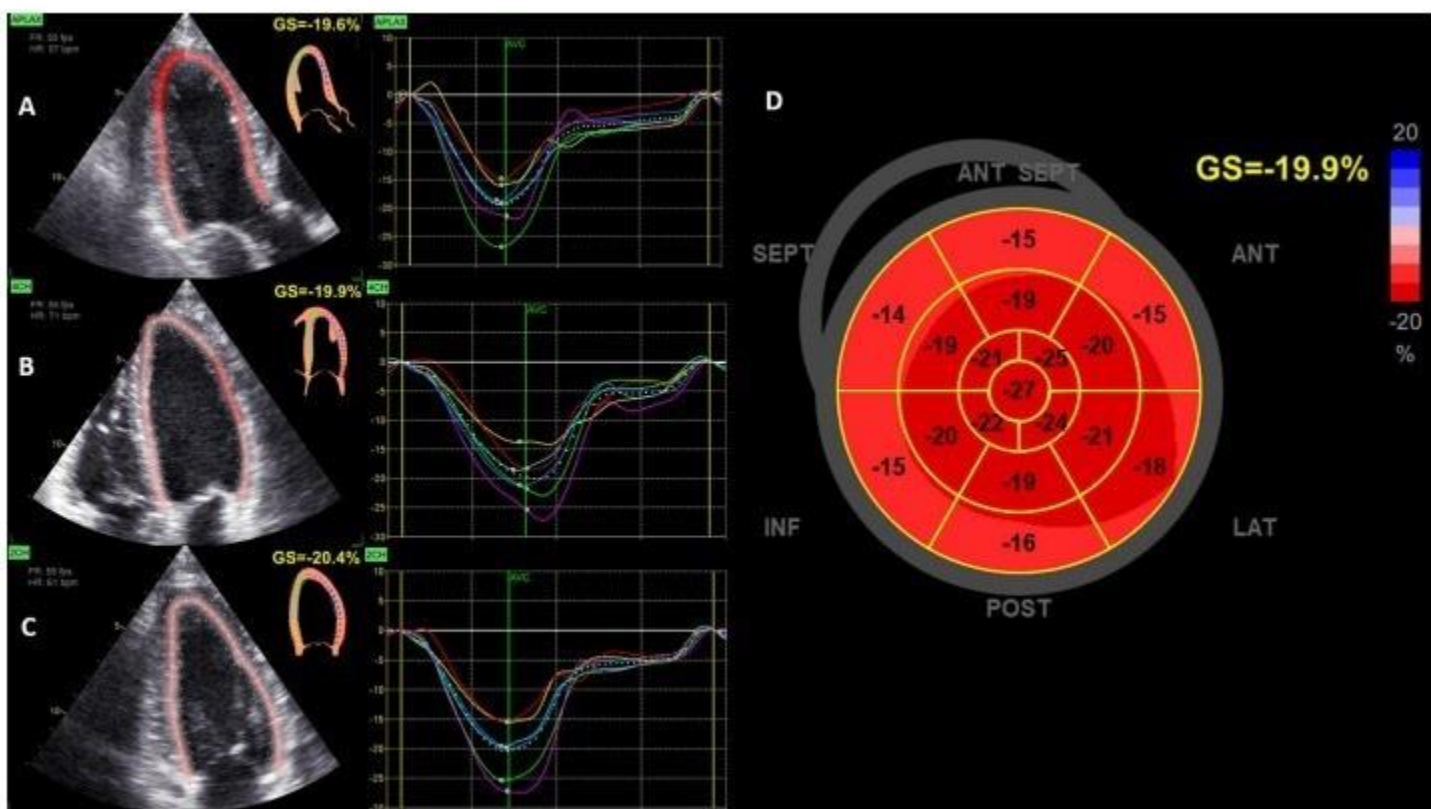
Оценка GLS левого желудочка с помощью спекл-трекинг эхокардиографии. На рисунке — анализ GLS левого желудочка в трехкамерной (A), четырехкамерной (B) и двухкамерной (C) проекциях с соответствующими кривыми времени до деформации. D — Полярная карта с региональными значениями и значением GLS, рассчитанным по 17 сегментам, которое находится в пределах нормальных значений. ANT — передний; ANT SEPT — переднеперегородочный; INF — нижний; LAT — боковой; POST — задний; SEPT — перегородка; AVC — время закрытия аортального клапана [1]
